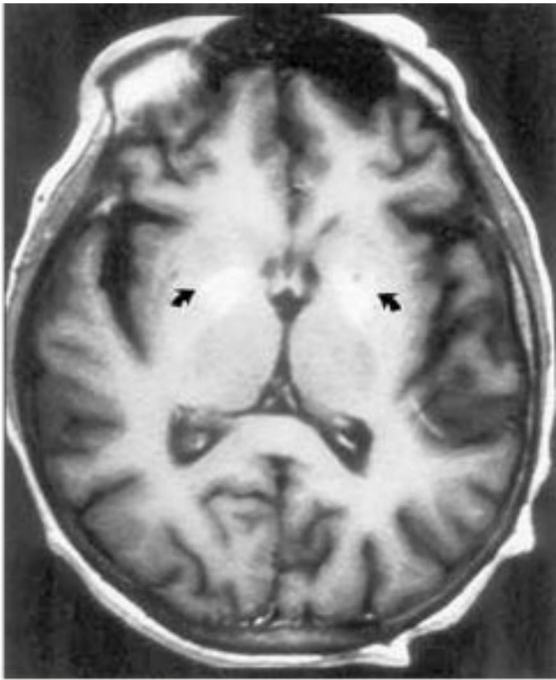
8 Paciente con hepatitis crónica causada por alcoholismo. Imagen de resonancia magnética potenciada en T1 sin contraste, que muestra una señal brillante bilateral en ambas regiones del globo pálido (flechas). Las imágenes potenciadas en T2 (que no se muestran) son normales.
